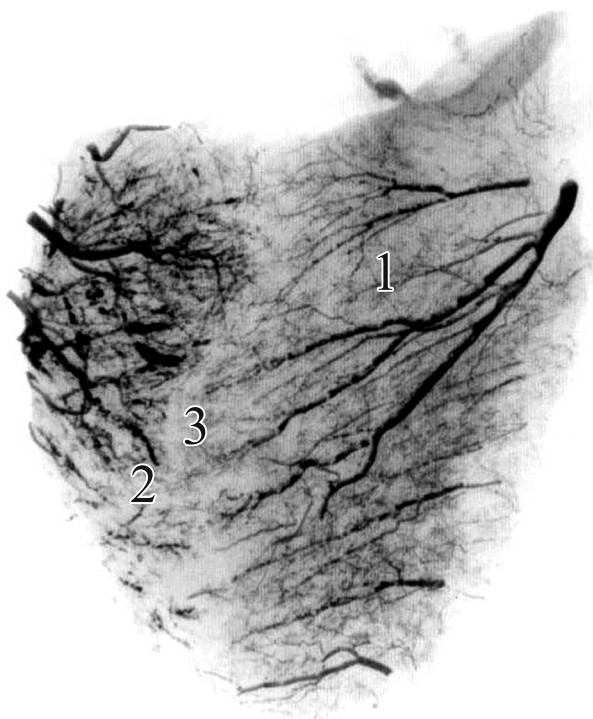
Артерии межжелудочковой перегородки. Инъекция свинцовым суриком. Отпечаток с рентгенограммы.
